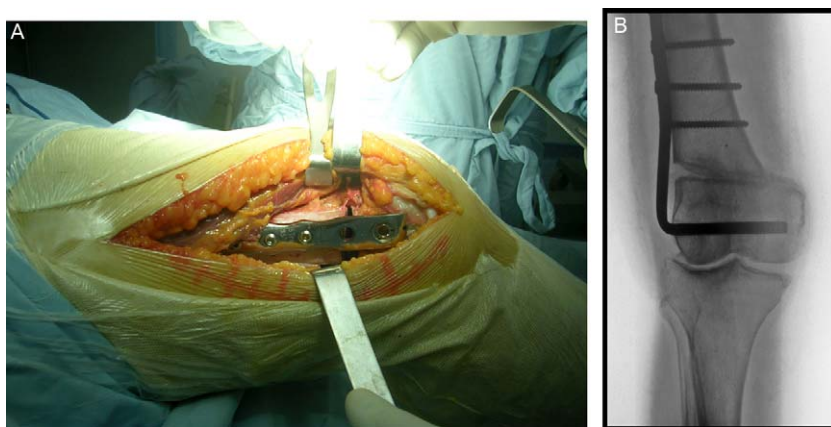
A: vue opératoire plaque en place, B: radiographie du genou de face après ostéotomie montre un bâillement latéral et une interpénétration médiale.
